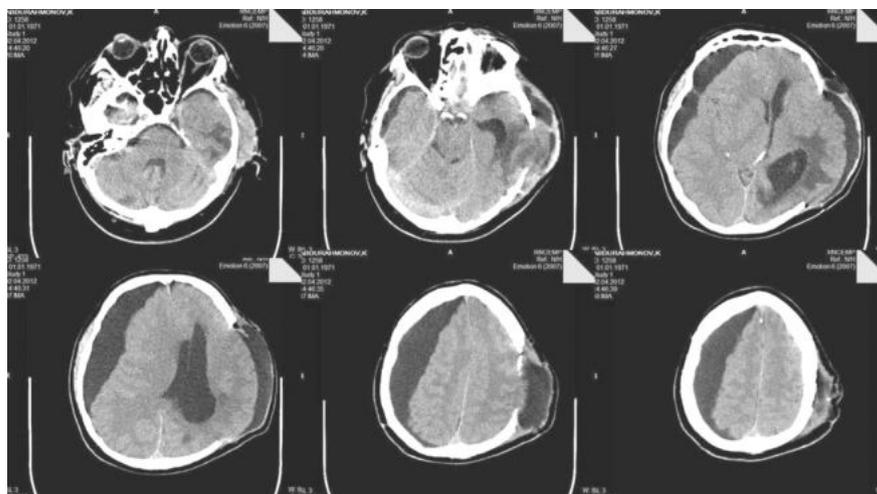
КТ больного с субдуральной гидромой после ее удаления.
